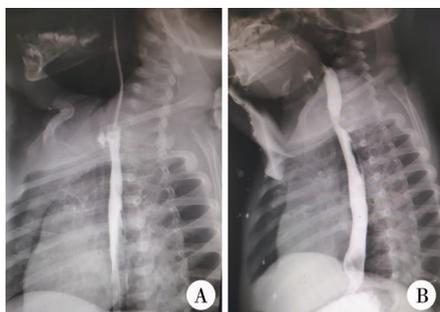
Esophageal radiography after caustic soda burn
